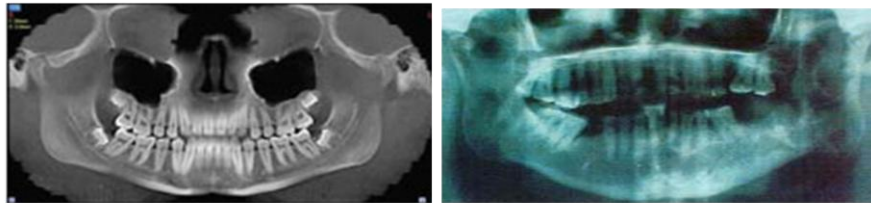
Comparación de una vista panorámica de la Tomografía Cone-Beam y una Ortopantomografía convencional.
